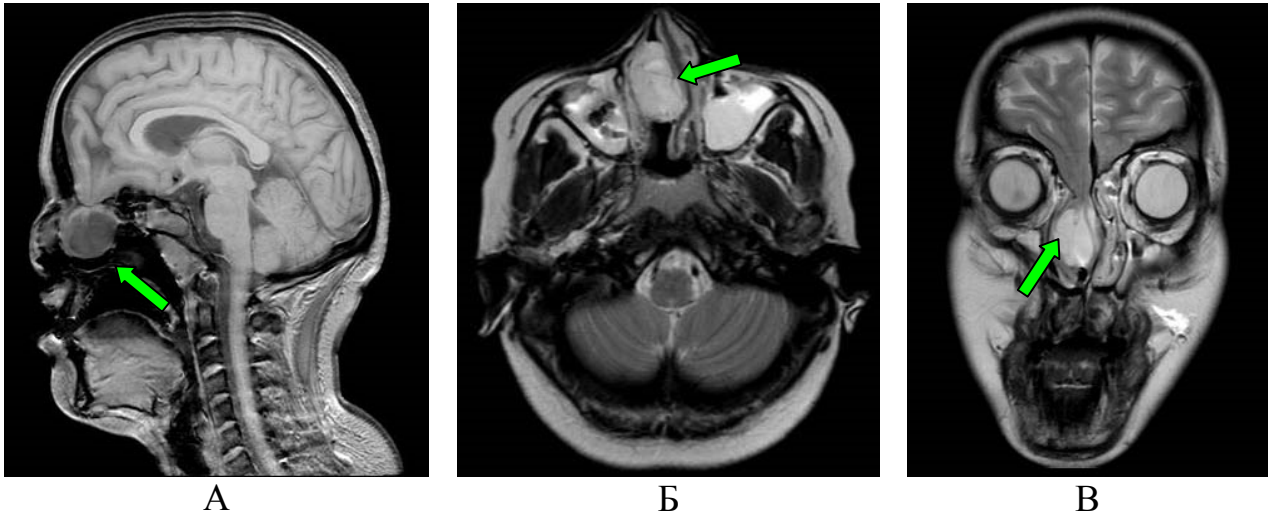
Пациентка Г-ва, 17 лет. МРТ-изображение пациентки с трансэтмоидальной черепно-мозговой грыжей, гипоплазией носа. А - на сагиттальном срезе в Т1 режиме стрелкой указана; Б - на аксиальном срезе стрелкой указана черепно-мозговая грыжа, выполняющая носовую полость и смещающая перегородку носа; В - на фронтальном срезе стрелкой указана черепно-мозговая грыжа, выполняющая носовую полость
